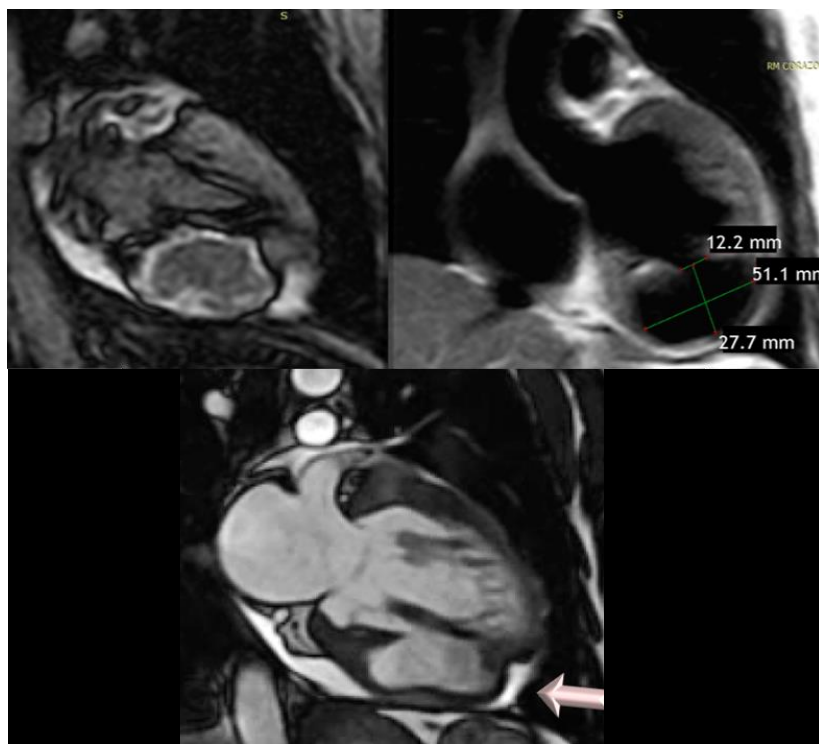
Ressonância Magnética Cardíaca. Na imagem superior esquerda se evidência realce tardio com gadolínio de aneurisma ventricular. Imagem superior direita com diâmetros do saco aneurismático. Imagem inferior de cine com localização de aneurisma em parede inferior.
